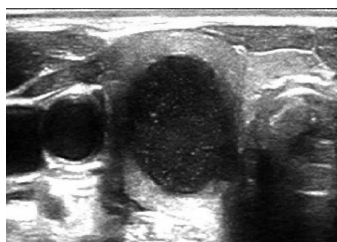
未皱缩的甲状腺囊性结节声像图 图 2 皱缩的甲状腺囊性结节声像图 图 3 甲状腺机化囊肿声像图示结节呈极低回声,边界不清,有环状钙化;超声造影示整体无增强
